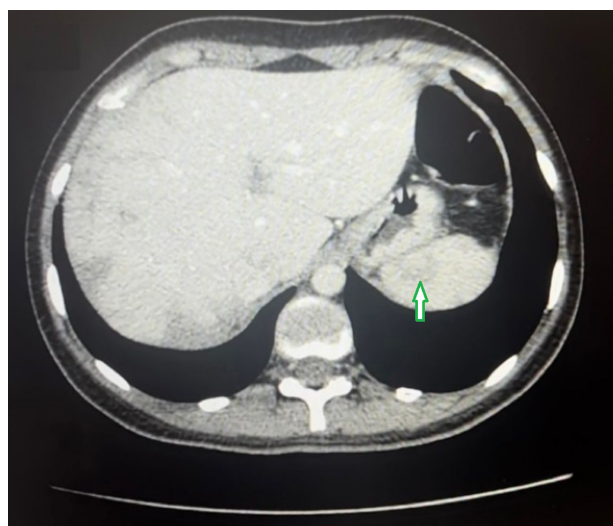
TC de Infarto esplênico. Baço com dimensões preservadas, apresentando área hipodensa (seta verde).
